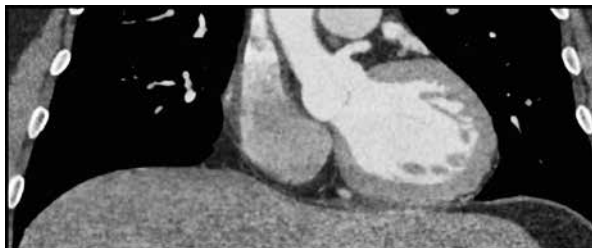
Reconstrução no plano coronal com FOV estendido de um exame de angiotomografia de coronárias para mostrar abrangência do estudo no eixo craniocaudal.
